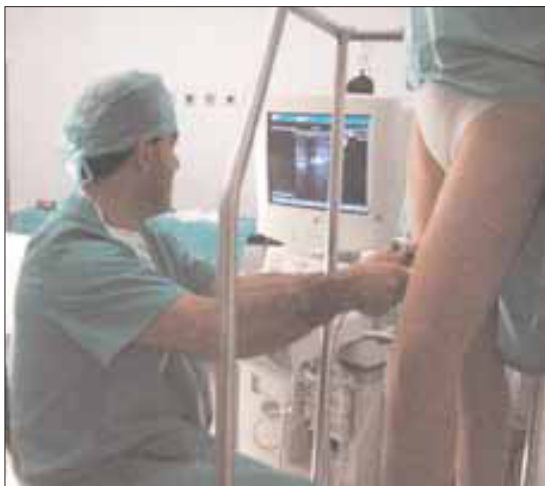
Marcaje de las varices mediante eco-Doppler en el quirófano, para tratamiento con radiofrecuencia.
